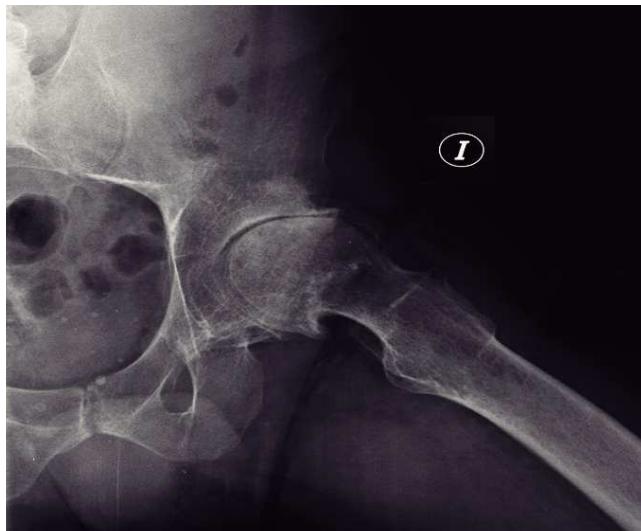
Radiografía (abducción axial) de 2008: caso necrosis aséptica.
